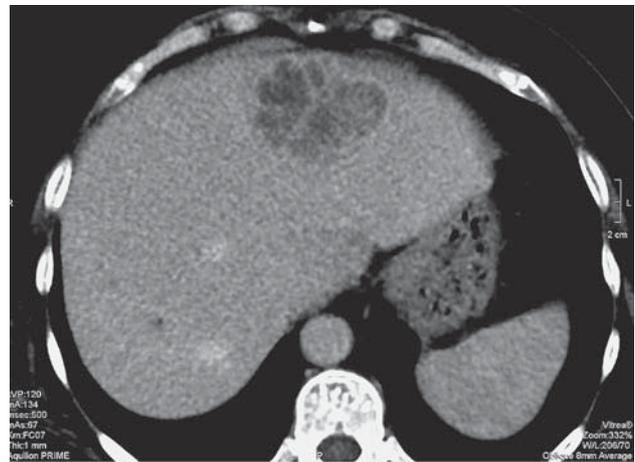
КТ с внутривенным контрастированием. Венозная фаза сканирования, аксиальная плоскость. В левой доле печени определяется многокамерное образование с перегородками, накапливающим контрастный препарат, абсцесс печени.
